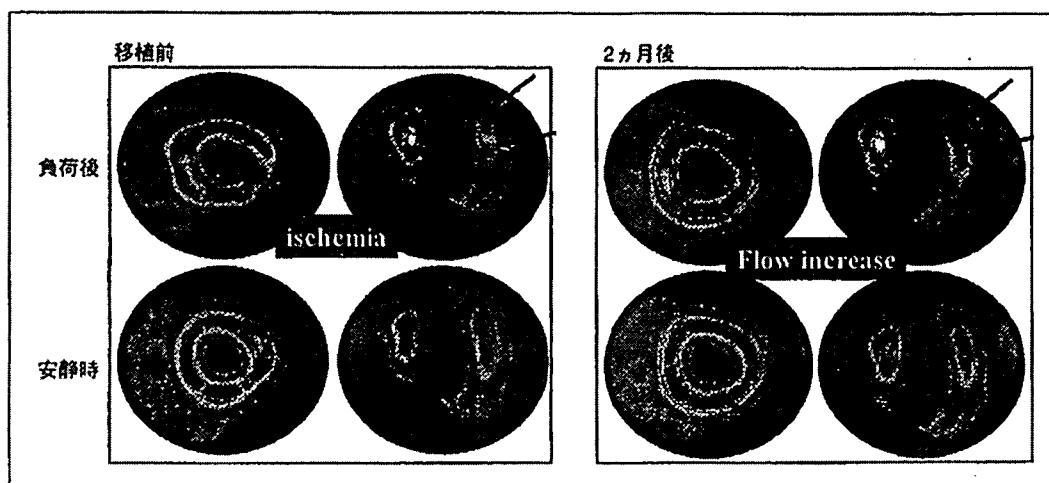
SPECT-sestamibi 心筋シンチグラムによる狭心症症例への骨髓単核球移植効果の評価
